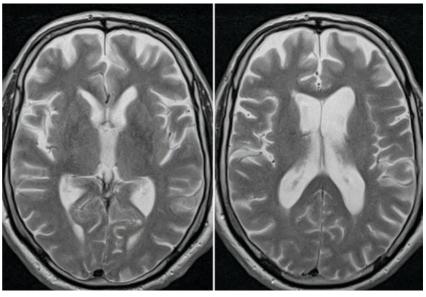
МРТ исследование пациенту Б., 67 лет, в аксиальной проекции в режиме Т2ВИ. Боковые желудочки общим размером на уровне тел 4,4 см, 3-й желудочек шириной 1,3 см, 4-й — имеет типичную форму и размеры. Конвекситальные субарахно-идальные пространства в лобных отделах и базальные цистерны мозга расширены
